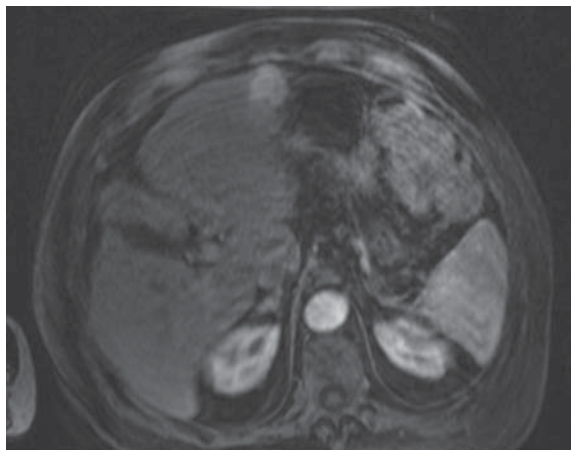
Abdominal MRI: T1 sequence - arterial phase.
